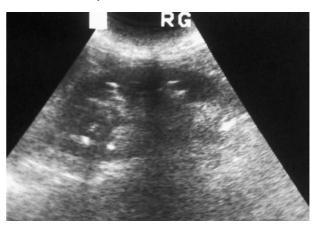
Échographie rénale - Multiples formations échogènes linéaires du rein gauche (Patiente n° 2).
